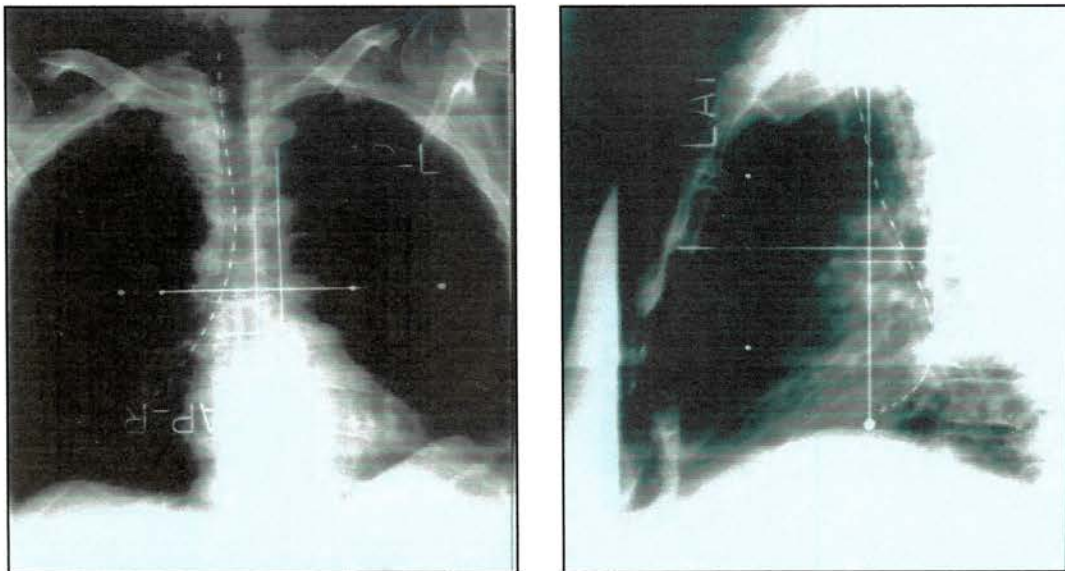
Radiografias ortogonais com marcadores radiopacos para tratamento de lesão situada em brônquio fonte direito - paciente # 5 (Anexo 4) .
